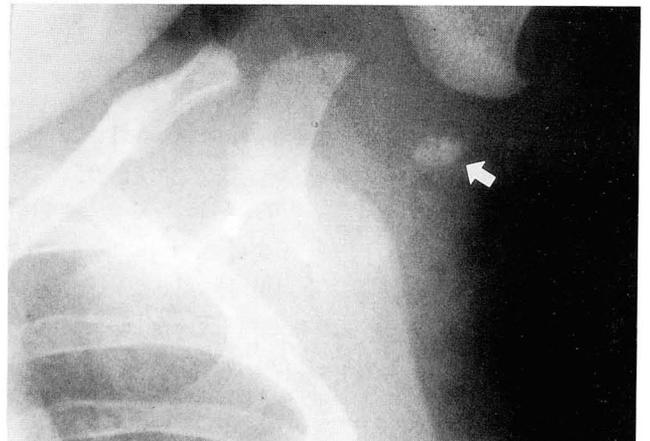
This is a part of chest radiograph of 2 months of age in full term infant. There is a round epiphyseal ossification center in proximal humerus (arrow).
